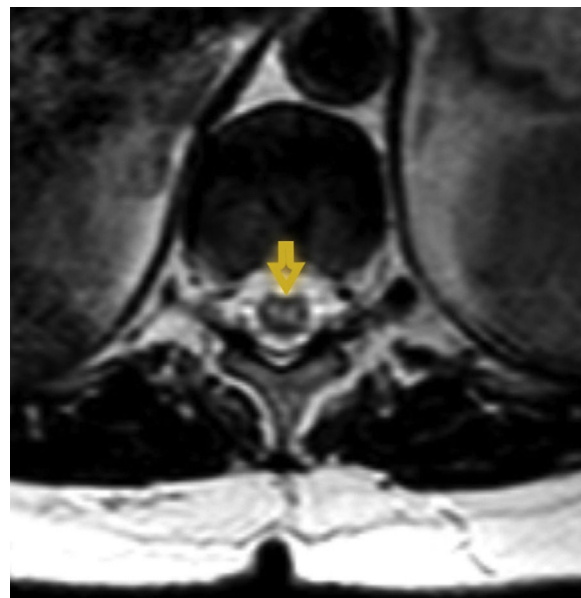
Resonancia magnética, en corte axial, con secuencia ponderada en T2 pone de manifiesto la lesión hiperintensa con la forma característica de los ojos de lechuza, signo sugestivo de infarto medular (flecha amarilla).
